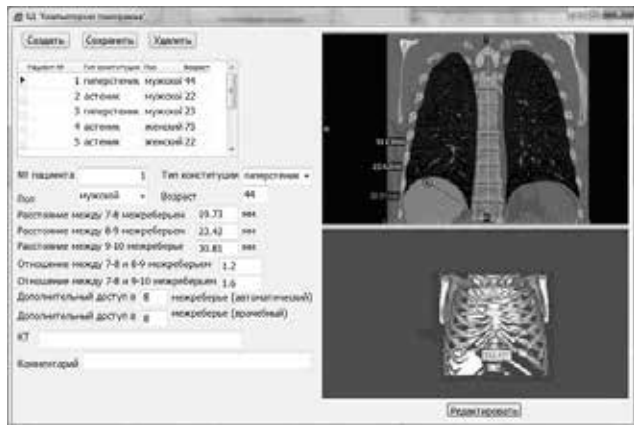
Интерфейс «Компьютерная томограмма». / Fig. 1. Interface "Computer tomography".
